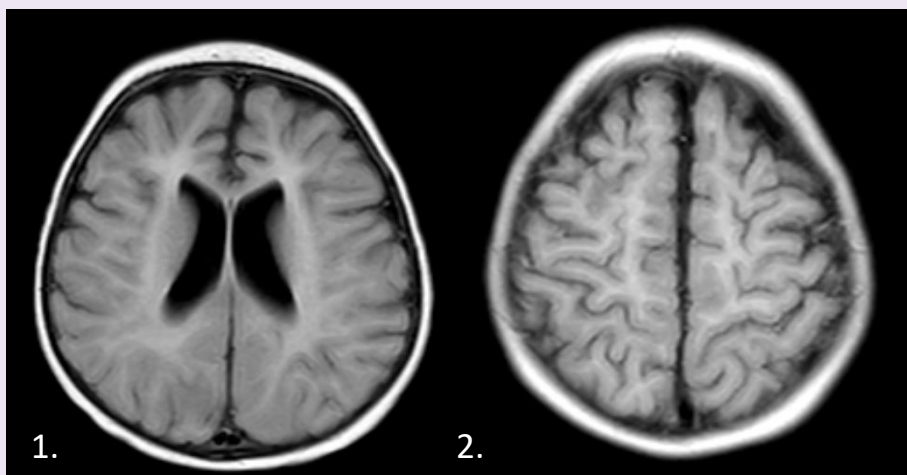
RMN en corte axial en secuencia FLAIR realizada al momento del diagnóstico; se observa atrofia cortical e hiperintensidad en región frontal, temporal y centros semioviales.
